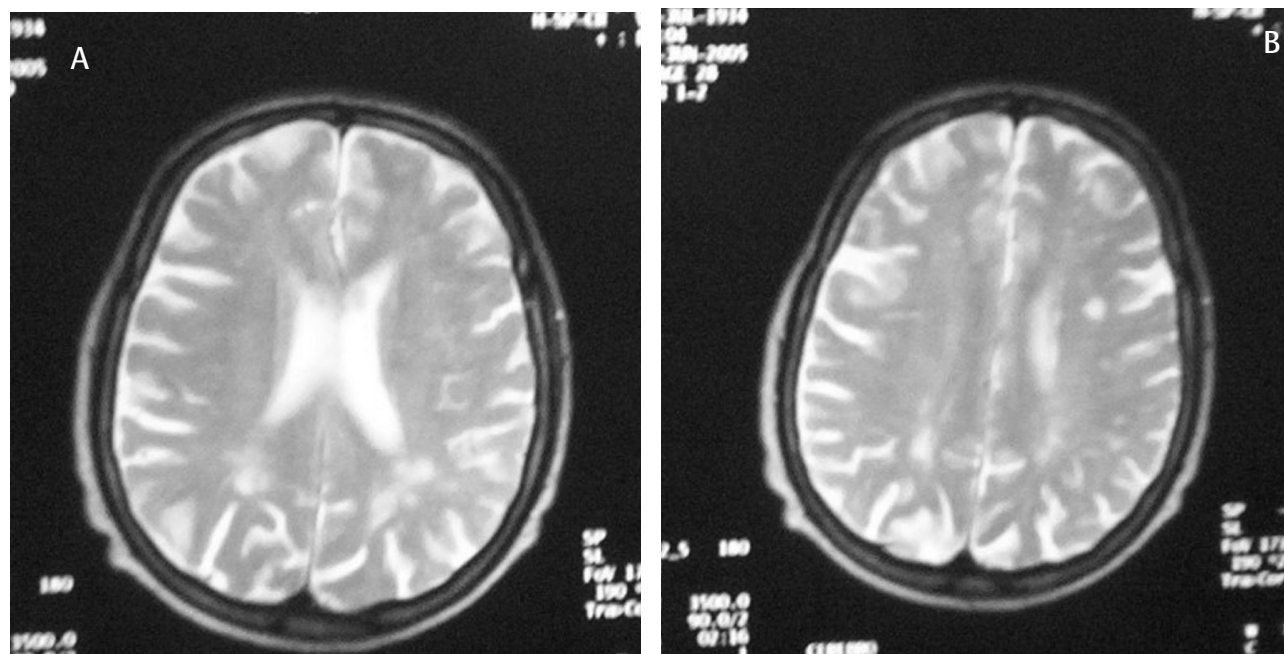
Resonancia magnética en T2. Se observa la lesión lacunar izquierda subcortical (A) y la leucoaraiosis de territorios frontera posteriores (B).
